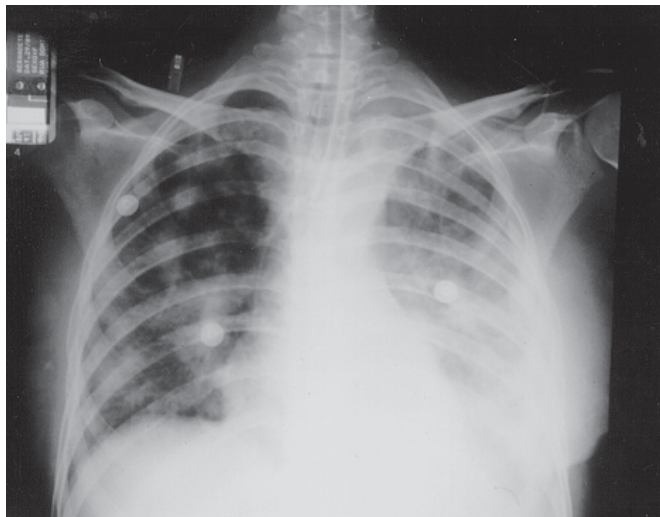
Radiografia simples de tórax: infiltrados alveolares difusos bilaterais.
